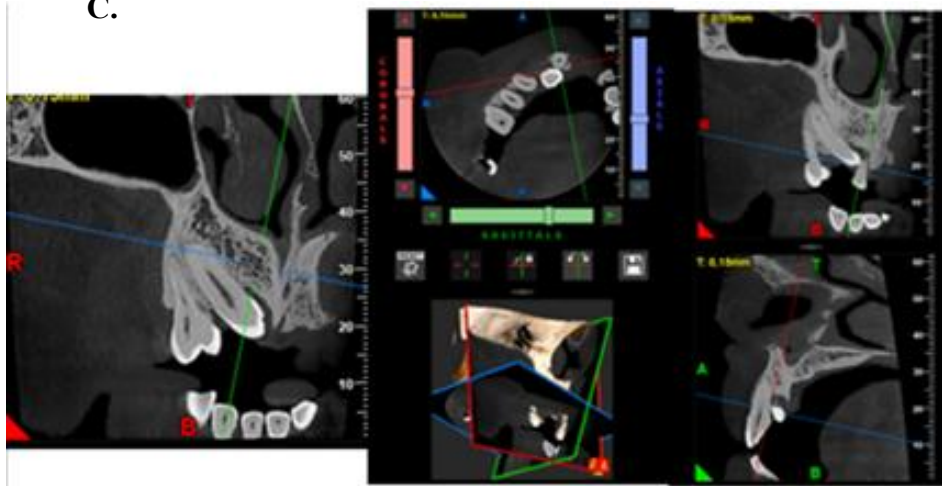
Radiografía panorámica (A) Tomografía canino retenido y central extruido (B) Cortes tomográficos (CBCT). Medición de las tablas óseas para asegurar un abordaje quirúrgico seguro y predecible(C).
